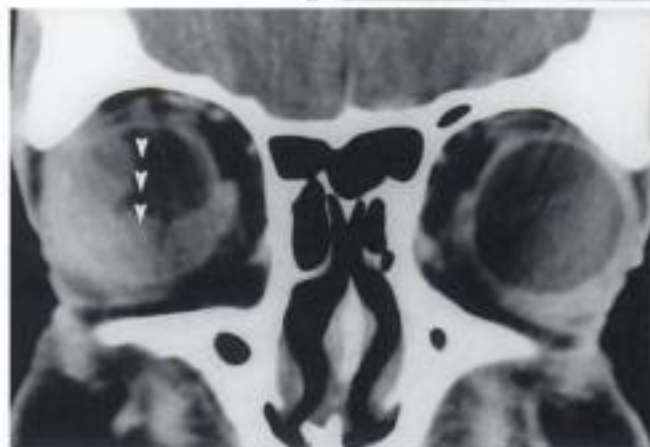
Mélanome de la choroïde, région maculaire gauche. Femme 76 ans. TDM après injection de contraste : hyperdensité de la paroi oculaire au pôle postérieur, avec petites irrégularités vers l'intérieur du globe (flèche).
